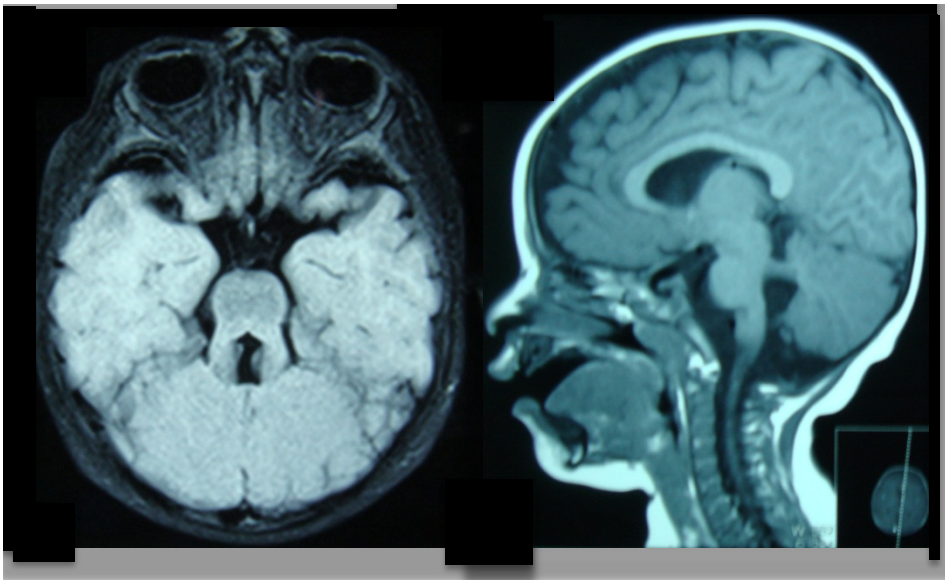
& 2 Corte Axial y Sagital de RM.
